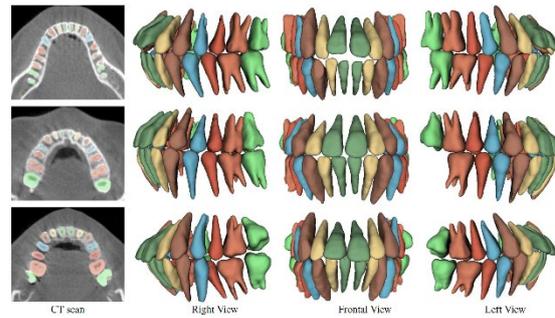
CT-Scan, Rechts-, Frontal- und Links-Ansicht
